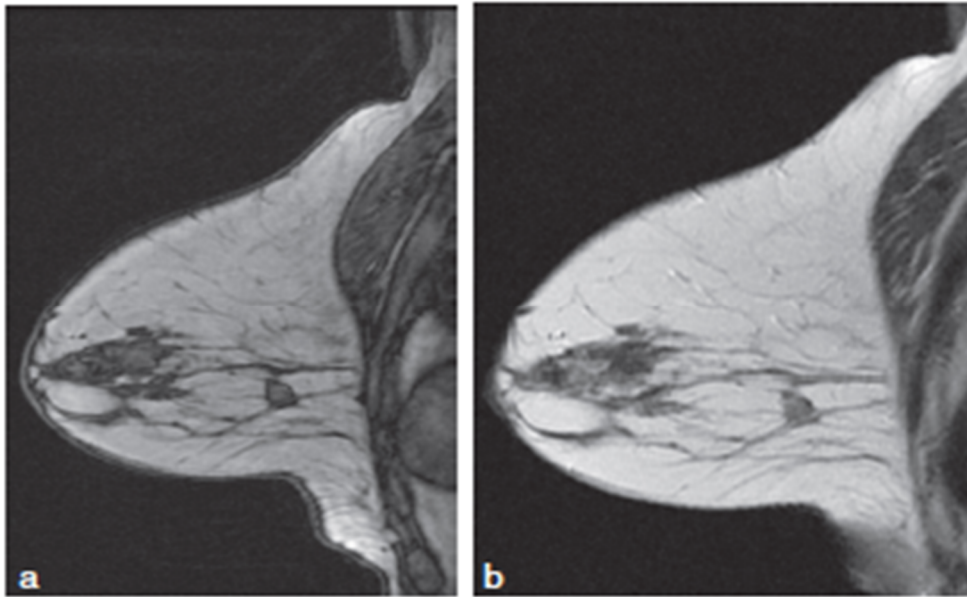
Cliché d'IRM : Masse de forme nodulaire située dans la région postérieure du sein en hypersignal T1 (a) et T2 (b).
